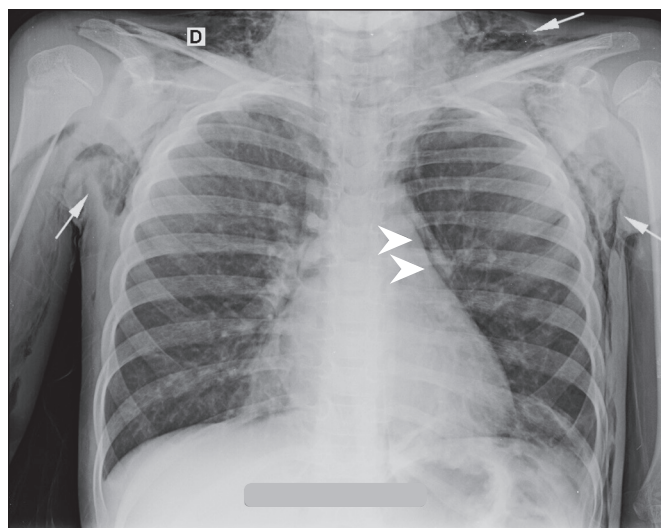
Radiografia de tórax em posteroanterior mostrando pneumomediastino (cabeças de setas) e extenso enfisema subcutâneo em regiões supraclaviculares e axilares (setas).
